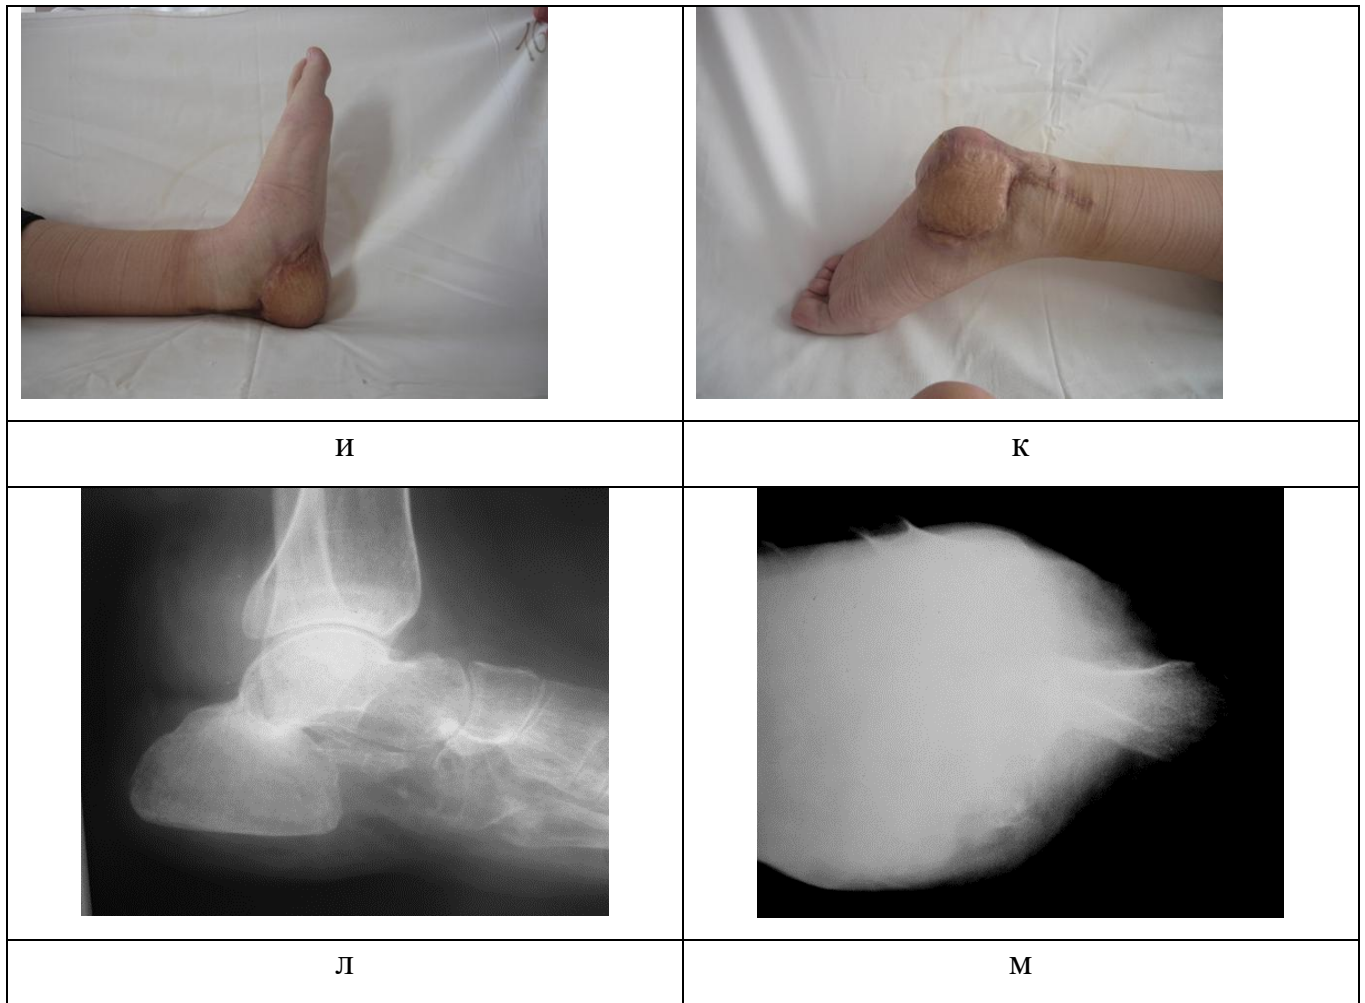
Пример реконструкции тотального дефекта пяточной кости после кальканэктомии по поводу аневризмальной кисты левой пяточной кости у пациентки Л., 19 лет: а, б – внешний вид и рентгенограмма левой стопы до оперативного лечения; в, г – вид стопы и рентгенограмма после первого этапа оперативного лечения– экстирпации левой пяточной кости, транспозиции ахиллова сухожилия; д – подготовка реципиентного ложа на стопе; е – взятие свободного кровоснабжаемого кожно-костного трансплантата из гребня подвздошной кости на глубокой огибающей подвздошную кость артерии; ж – кожно-костный трансплантат фиксирован в реципиентном ложе, наложение сосудистых анастомозов; з – фиксация трансплантата спицами к таранной и большеберцовой кости; и, к – – внешний вид левой стопы через 3 года после реконструкции; л, м – рентгенограмма стопы через 3 года после реконструкции
